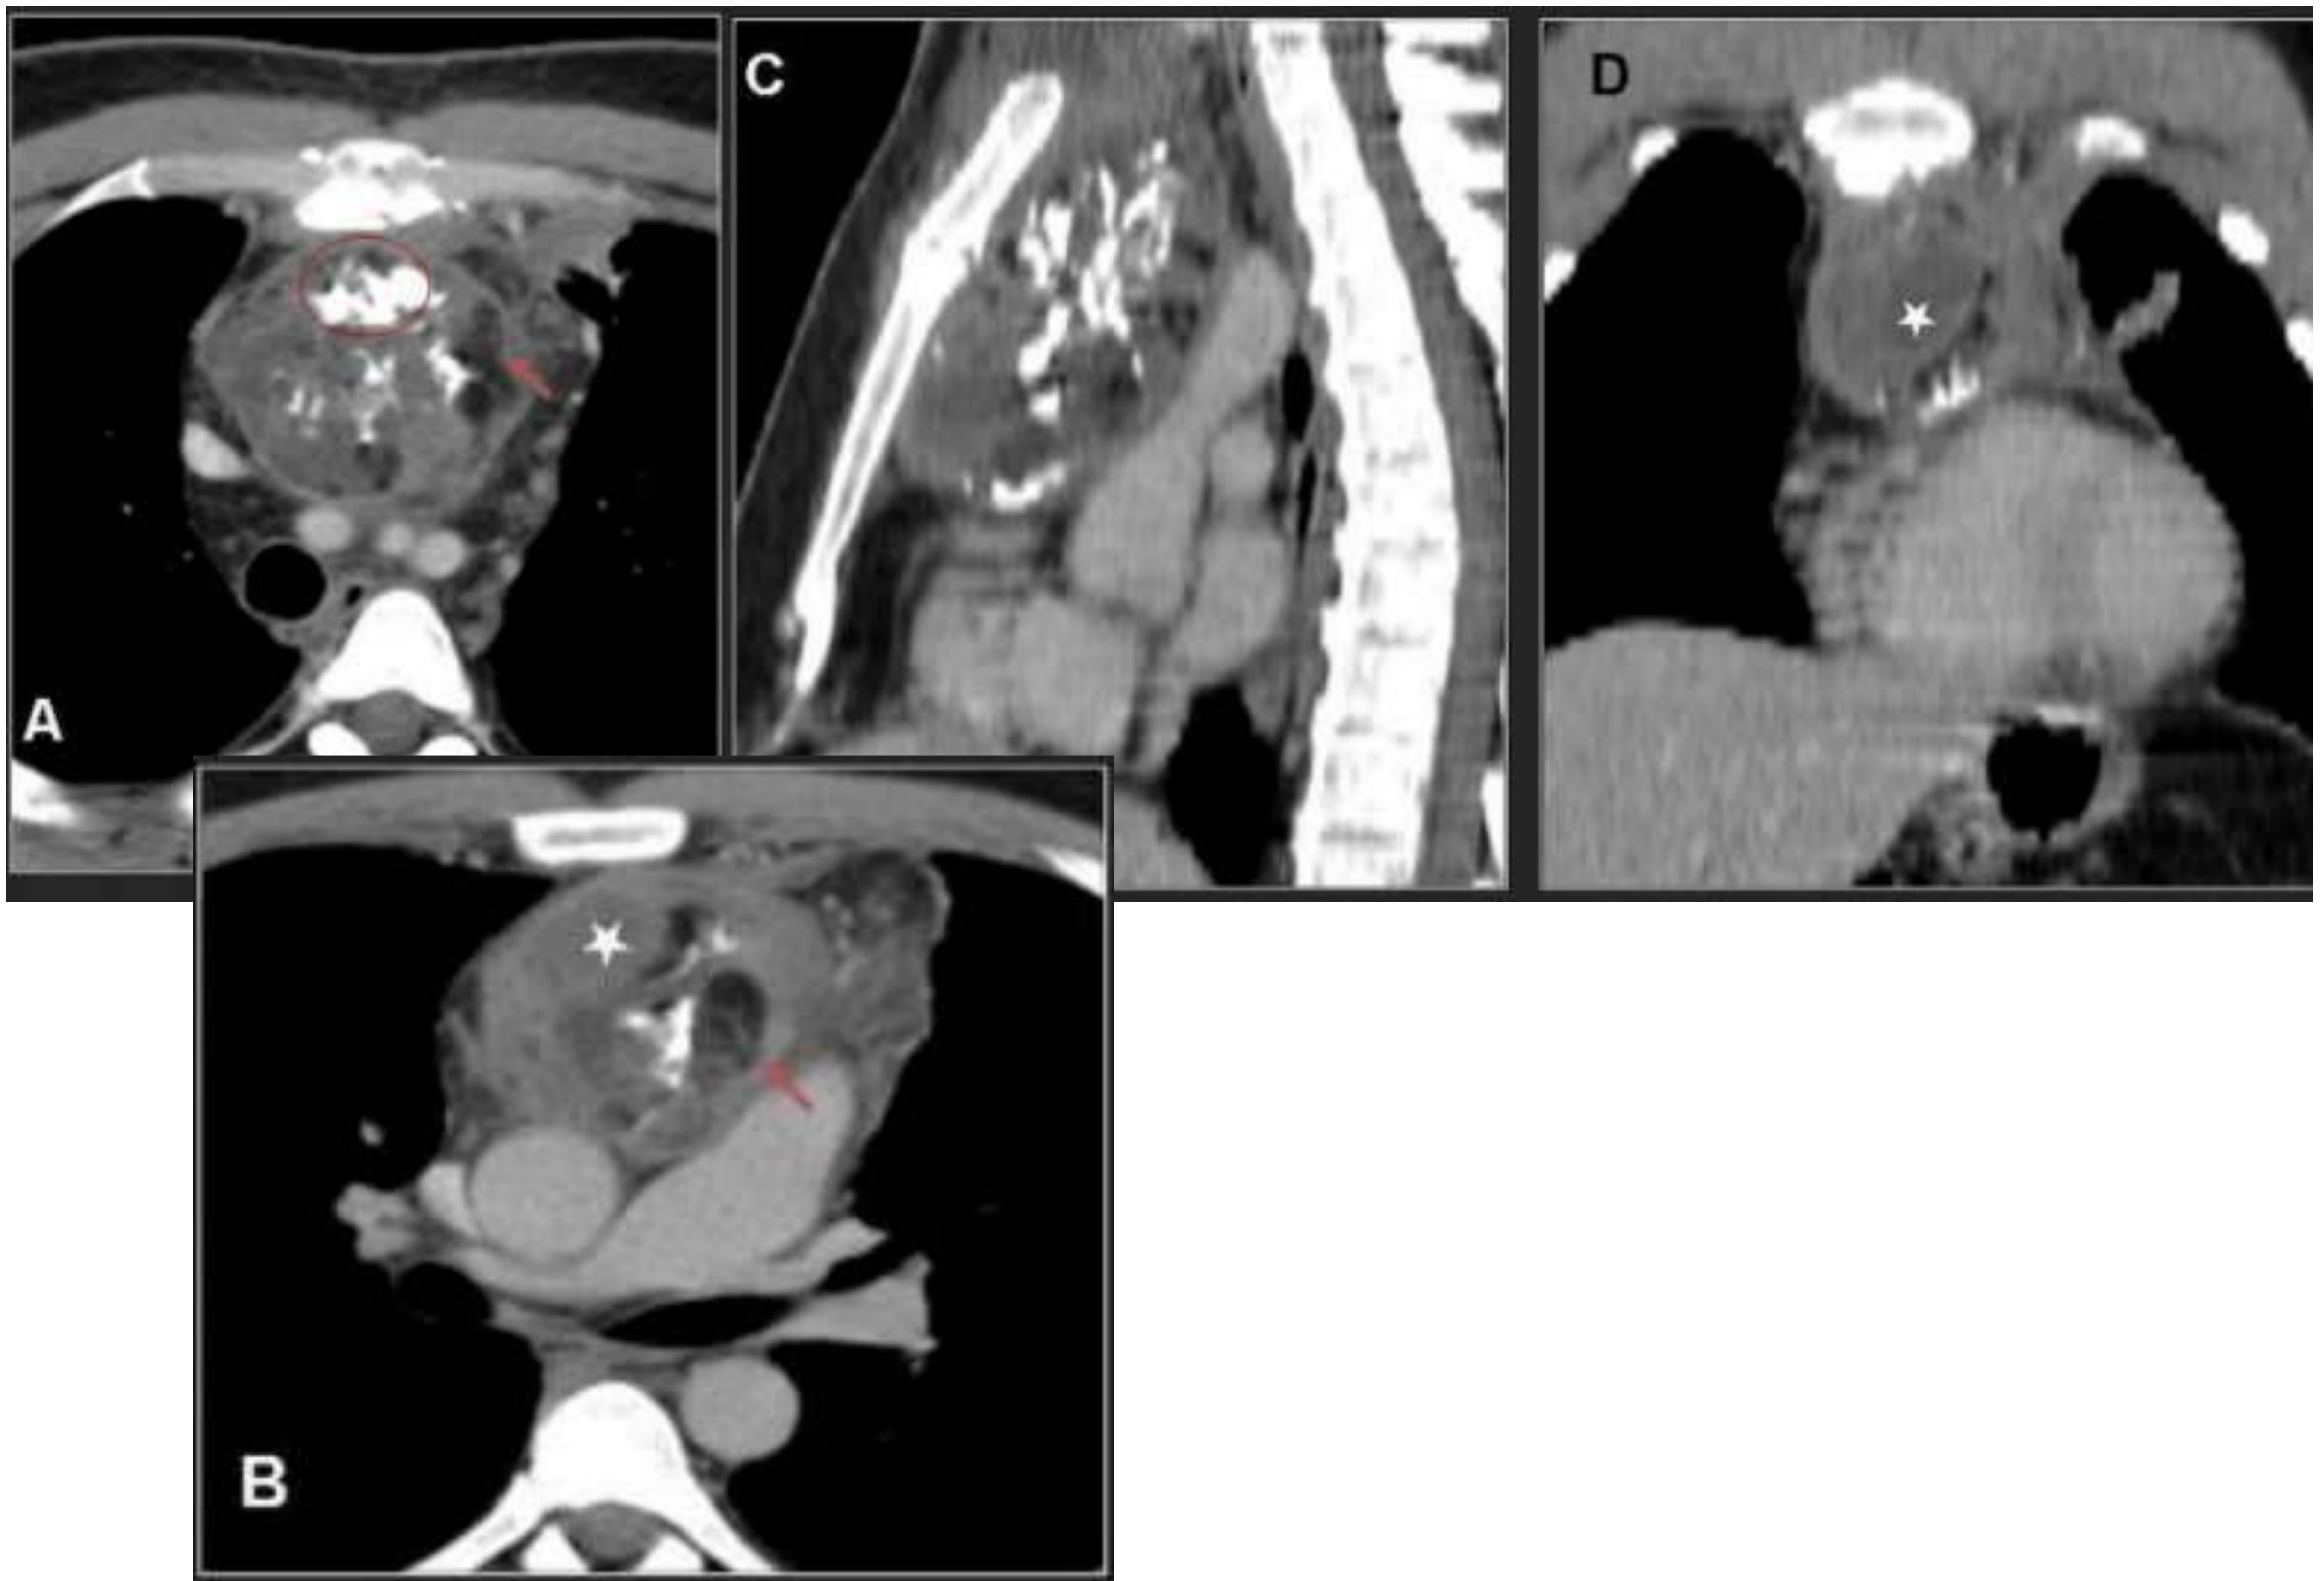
Imágenes TC que muestran una masa heterogénea localizada en mediastino anterior, con desplazamiento posterior de las estructuras mediastínicas (grandes vasos mediastínicos, troncos supraaórticos y tráquea). La lesión muestra calcificaciones groseras, áreas quísticas con realce de las paredes y focos de densidad grasa.
